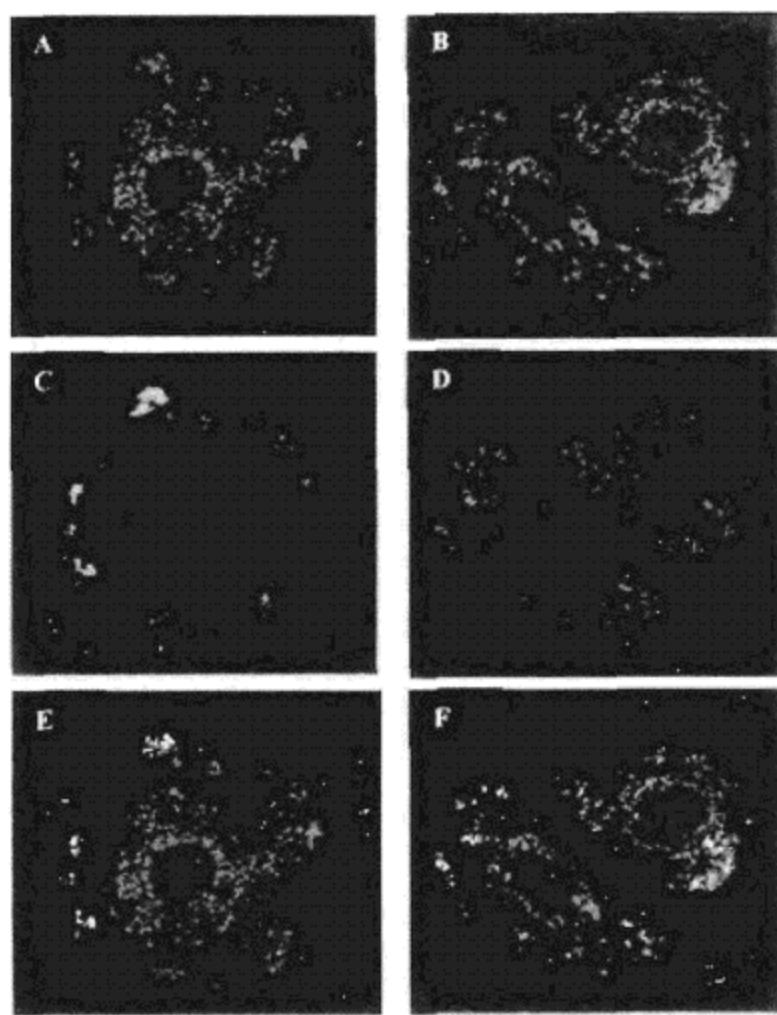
用 mitotracker (红) 染色后将 DNA 和 C-DQAsome 复合物暴露于 10hrs (绿) 的 BT20 细胞的共聚焦荧光图
